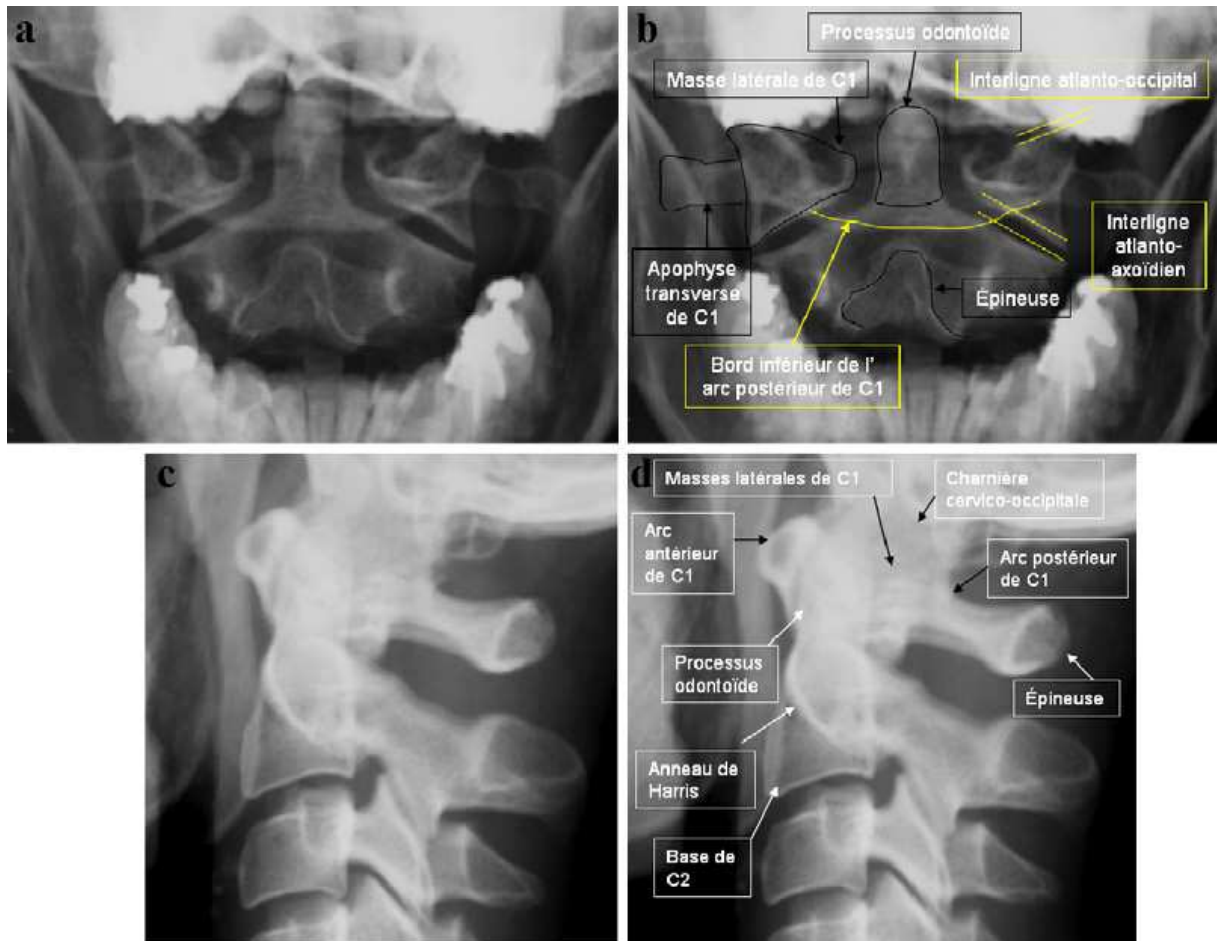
Radiographie de la charnière cervico-occipitale. Clichés avec et sans annotation de face bouche ouverte (a, b) et de profil (c, d)(103).
